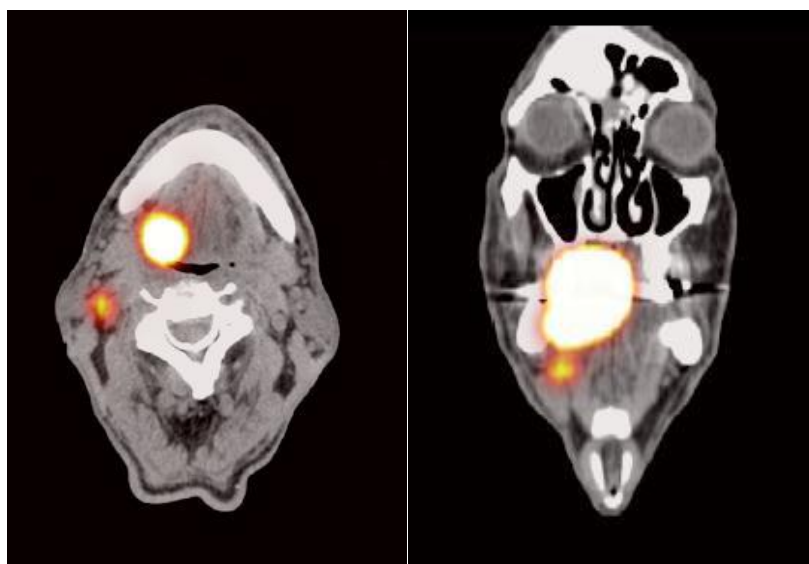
Marcação de linfonodo nível II à direita durante SPECT-CT.
